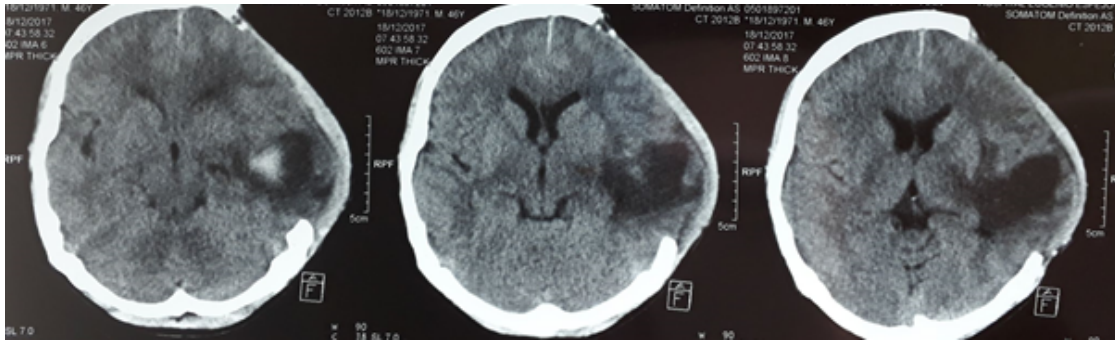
Resultados de una Tomografía Axial computarizada en la que se observa estigmas de craniectomía temporo-parietal izquierda. Engrosamiento membranoso dural. Edema cerebral con efecto de masa aún en el área temporo-parietal con compresión ventricular y desplazamiento de los marcadores de la línea media.
